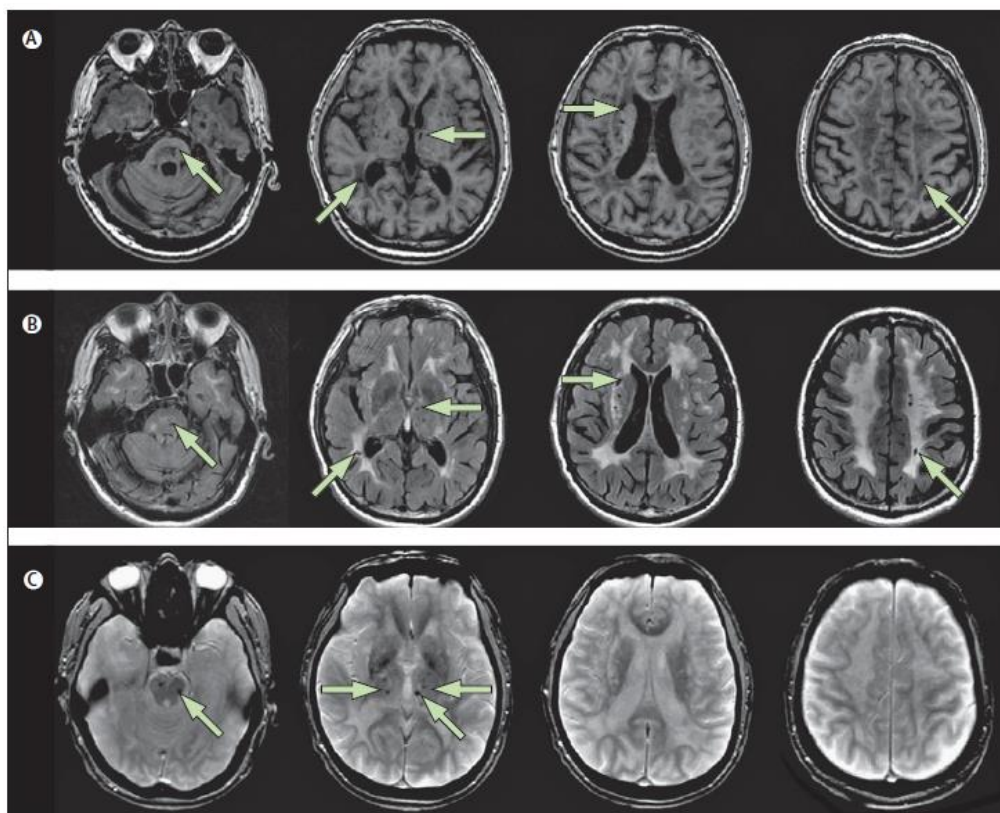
Principales cambios en el MRI de un paciente con CADASIL. (A) Infartos lacunares mostrados en una imagen ponderada T1, localizados principalmente en la base del cráneo, en el tálamo y en el núcleo lentiforme de una mujer de 61 años con historia de ictus, dificultades en la marcha y disfunción ejecutiva con déficit de memoria. (B) Imágenes de recuperación atenuada invertida de pequeños infartos profundos en asociación con hipersensibilidades difusas y confluentes de la materia blanca, lo que involucra a la parte anterior de los lóbulos temporales. (C) Los microinfartos son visibles en una T2* o en imágenes de gradiente como pequeños focos hipointensos en el tálamo y el tronco del encéfalo. Tomada de (Chabriat et al., 2009a).
